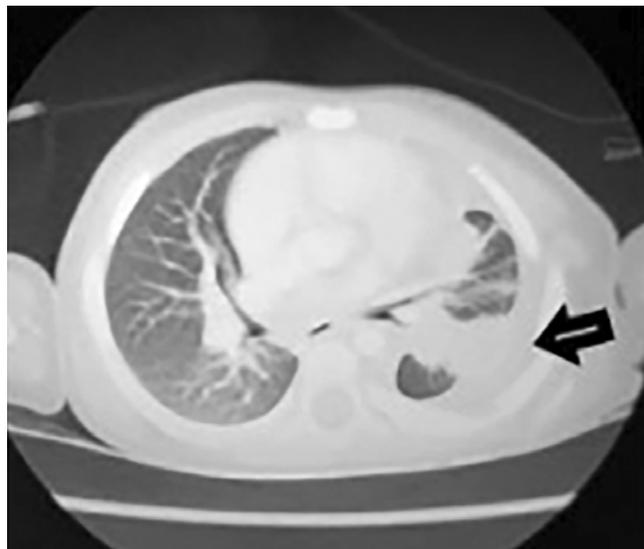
Tomografía de tórax: colección de morfología irregular en el pulmón izquierdo. Dicha morfología irregular impide una adecuada cuantificación de su volumen; sin embargo, su diámetro mayor anteroposterior es de 7,4 cm y transverso de 4,1 cm, extendiéndose por el lóbulo inferior y parte de la língula, observando fistulización hacia la pared torácica posterolateral inferior.
